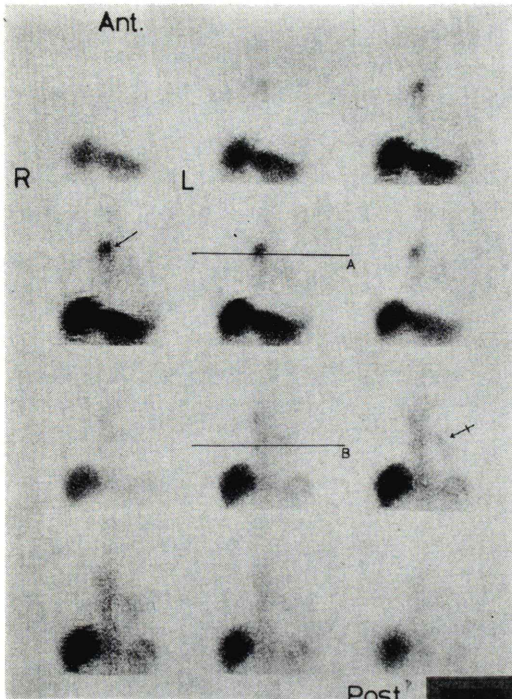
^{67}Ga tomocan of case 3 shows two areas of abnormal accumulation in the right anterior mediastinum (\leftarrow) and left lower lung field (\leftarrow). (Horizontal lines A and B indicate transverse sections of CT scan.)
